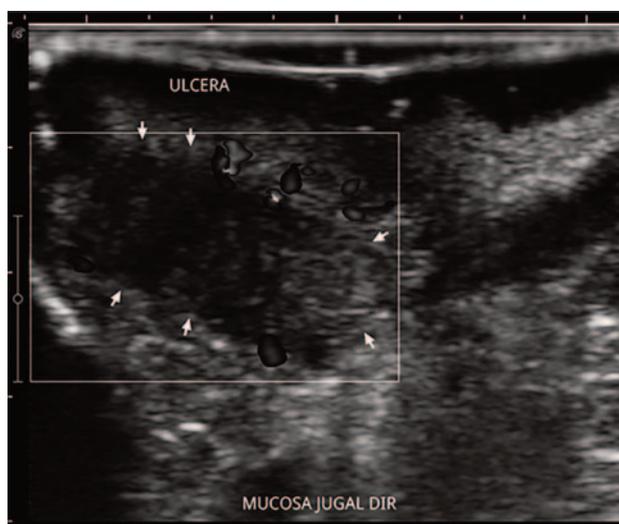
Imagem por ultrassom em modo bidimensional com aplicação de Doppler velocimétrico, que demonstra vascularização ao redor da lesão ulcerada em mucosa jugal do lado direito.
